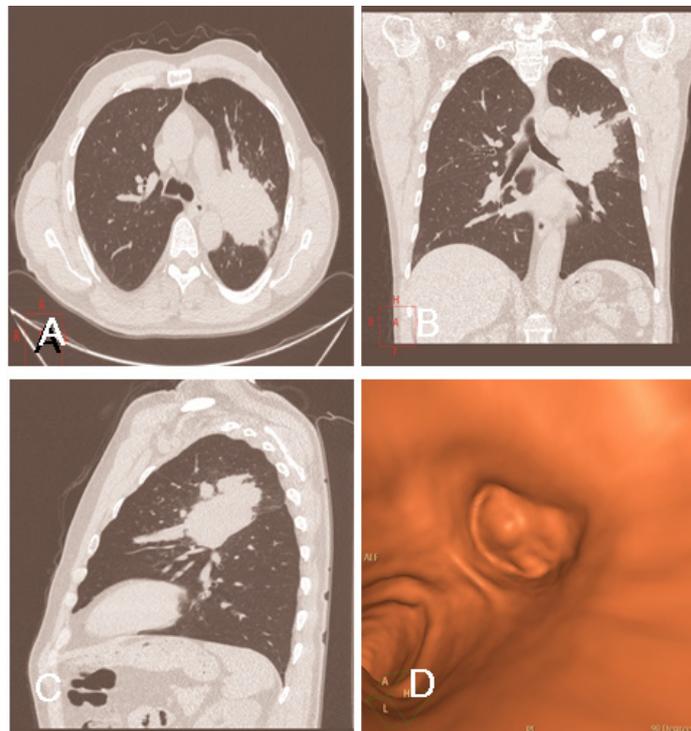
A: imagen de corte axial de TAC de tórax a nivel de la carina, ventana de parénquima pulmonar. B: reconstrucción coronal, ventana de parénquima pulmonar. C: reconstrucción sagital, ventana de parénquima pulmonar. D: reconstrucción endoscópica.
